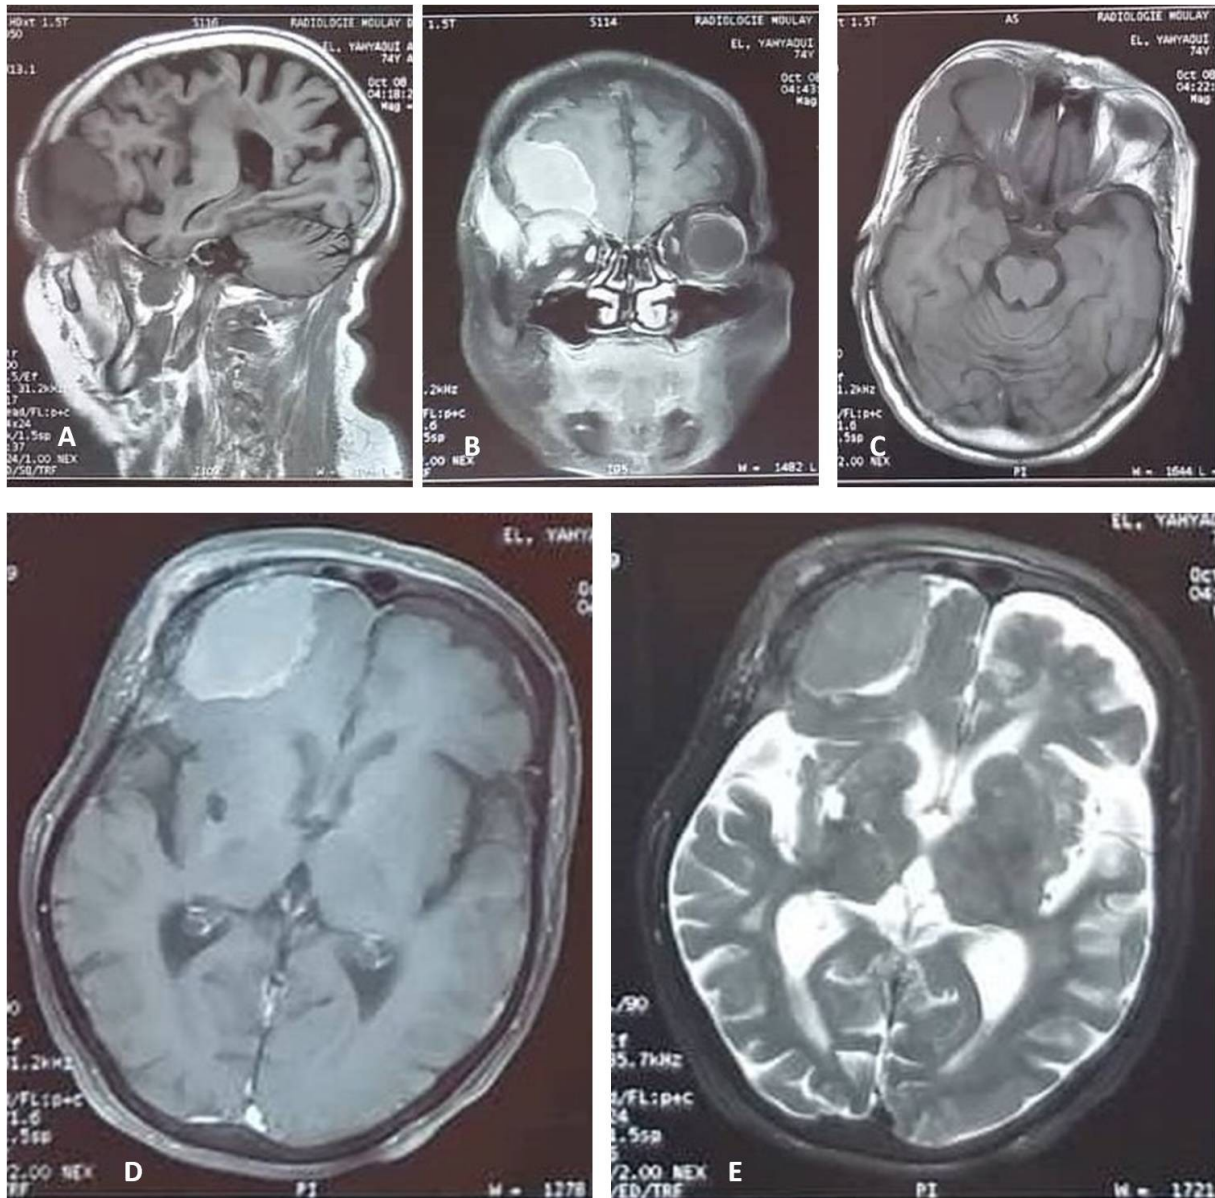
IRM cérébrale chez un patient de 70 ans présentant un syndrome d'HTIC avec discrète exophtalmie montrant un processus extra-axial frontal droit, s'inscrivant en hyposignal T1 (A et C), hypersignal T2 et FLAIR (E et D) avec une prise de contraste intense après injection gadolinée. Ce processus infiltre le globe oculaire en regard; évoquant un méningiome agressif.
